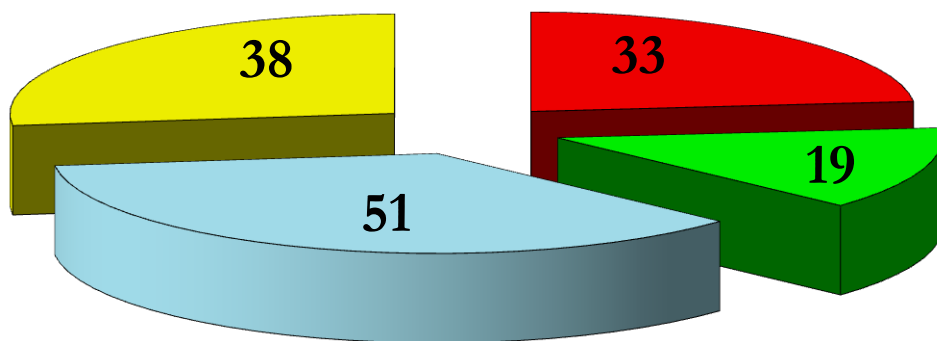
TMMP alla PET-CT
